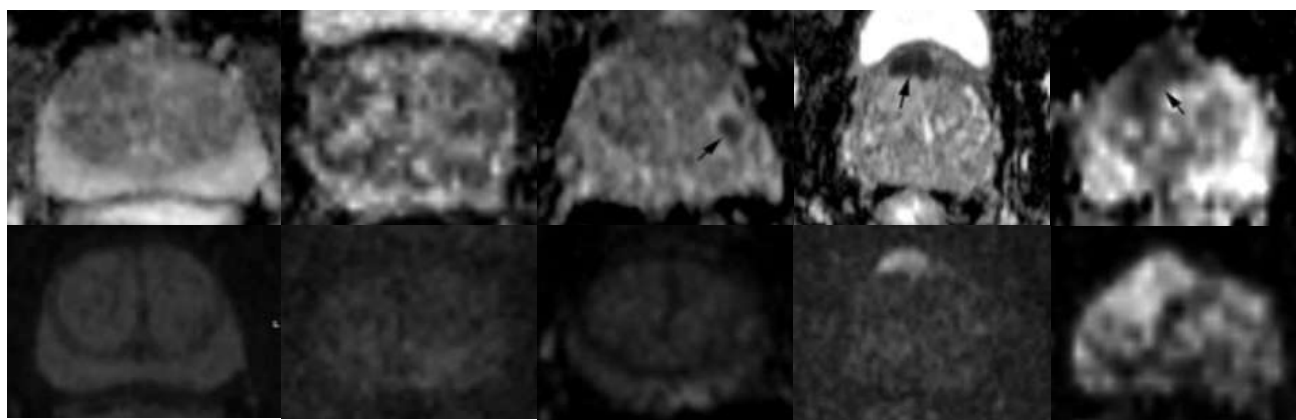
Очаги транзиторной зоны на DWI: от 1 до 5 баллов слева направо (Бекбосынов Н.Н., 2016).
